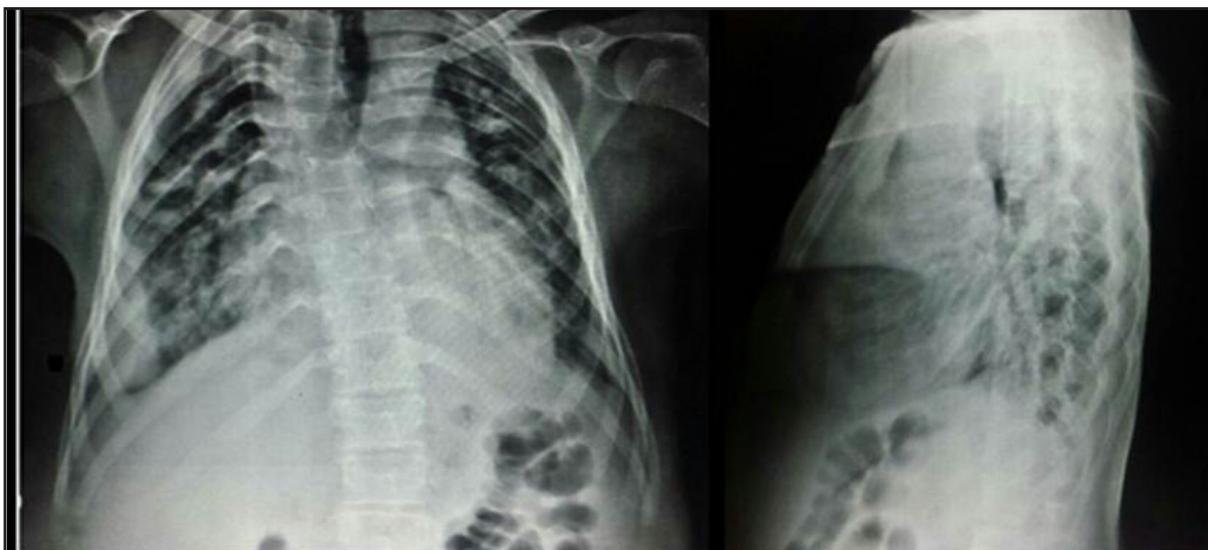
Radiografía de tórax posteroanterior y lateral: cardiomegalia global, hipertensión pulmonar severa con 37mm de diámetro de la arteria pulmonar, presencia de líquido en cisuras comprometiendo el espacio pulmonar.
